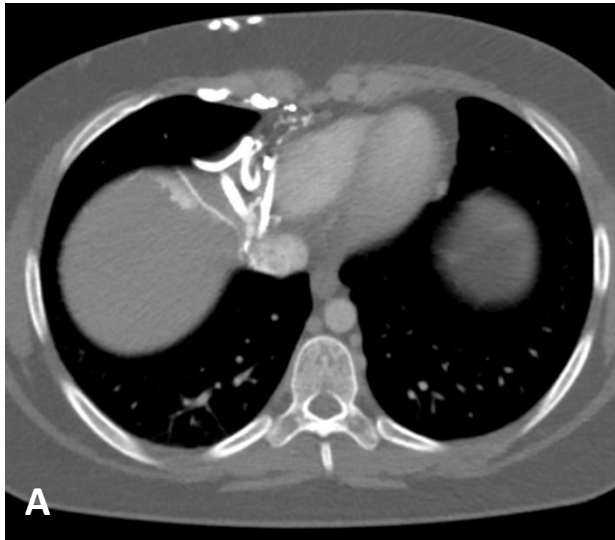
Planos transversales de TC abdomen con contraste intravenoso (A, B y C) y RM secuencia T2 fatsat (D), T1 fase (E) y fuera de fase (F)
